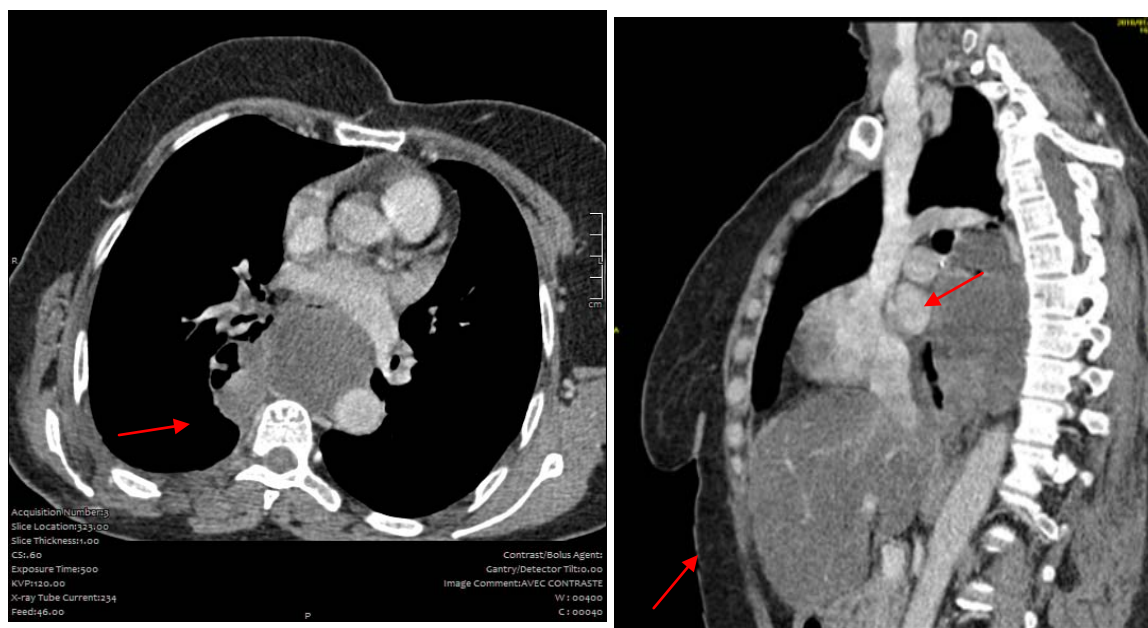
TDM thoracique : Masse kystique multi loculée du médiastin moyen (flèche rouge) hypodense non modifiée après injection de PDC en rapport avec un lymphangiome kystique médiastinal
